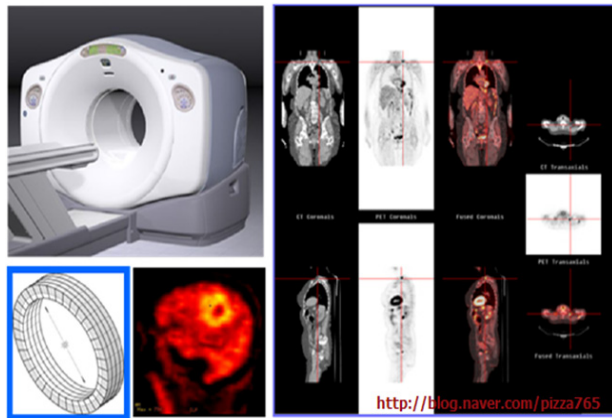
PET/CT(Discovery ST GE Healthcare)
